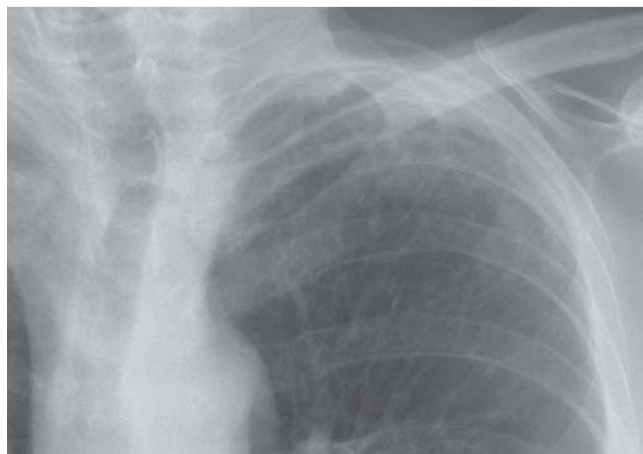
Ausschnittsvergrößerung eines Röntgenbildes mit einer Pleurakuppenschwiele.
